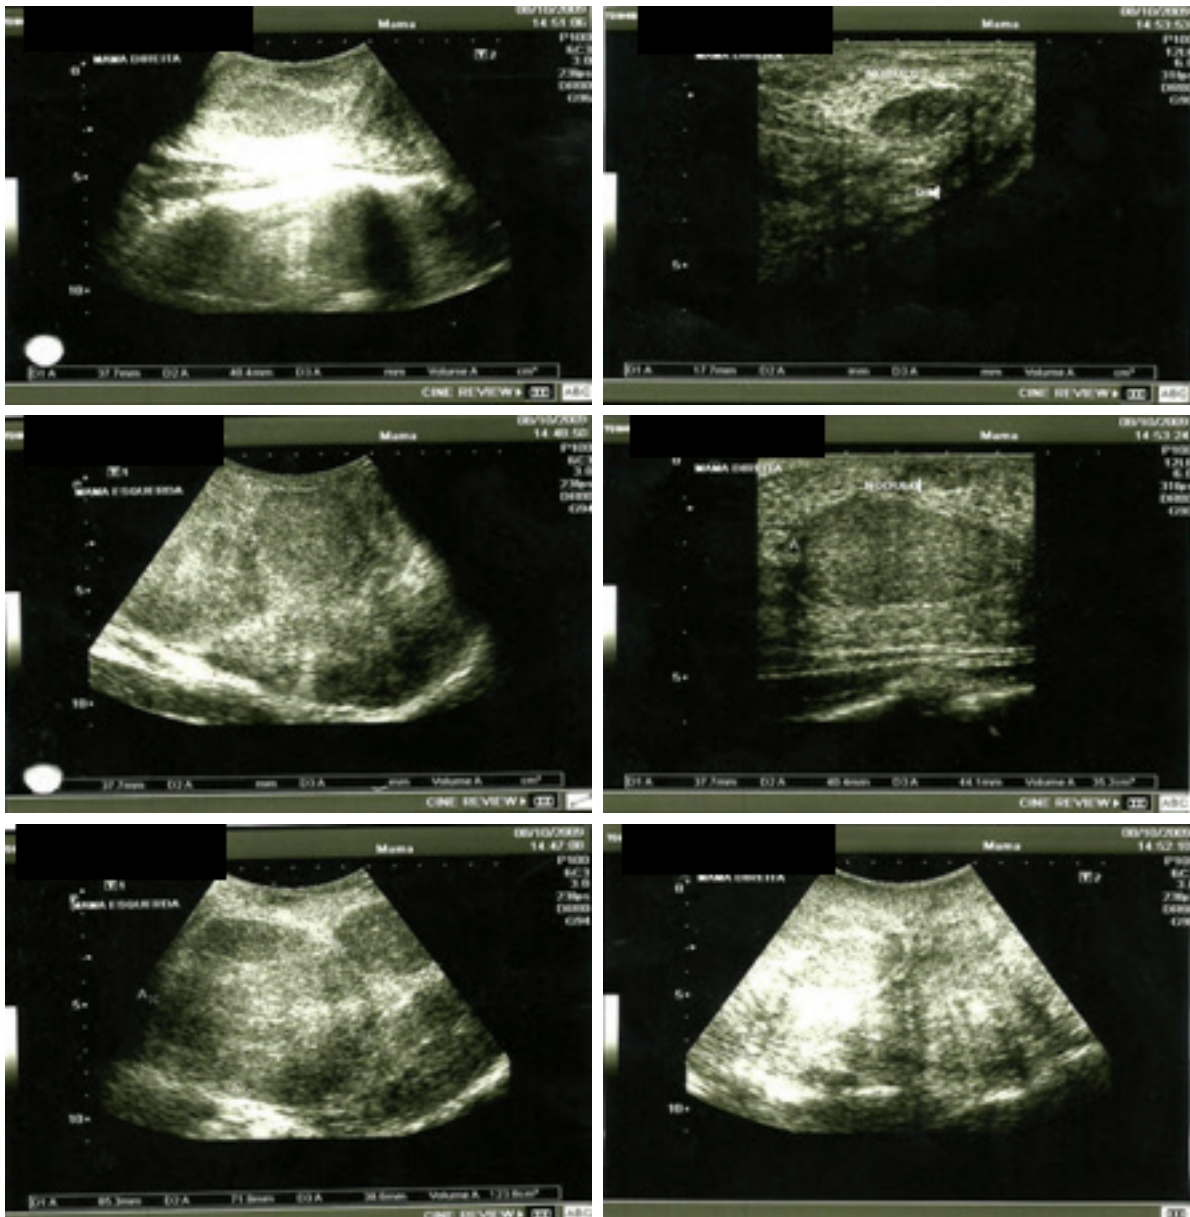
Ultrassonografia de mama demonstrando a presença de nódulos sólidos
